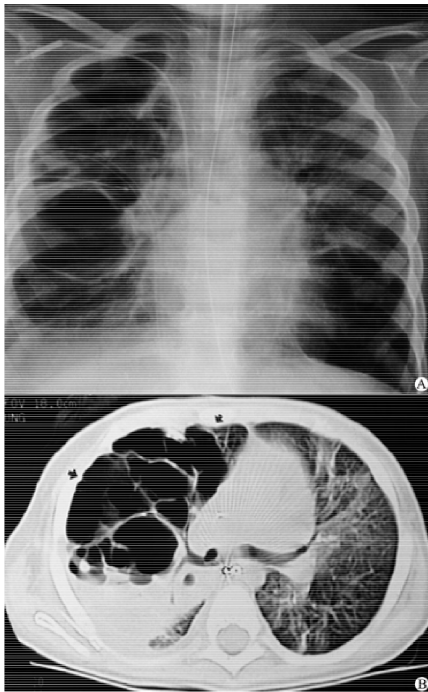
肺炎链球菌 NP 患儿的胸部 X 线平片和 CT 片<sup>[20]</sup>
